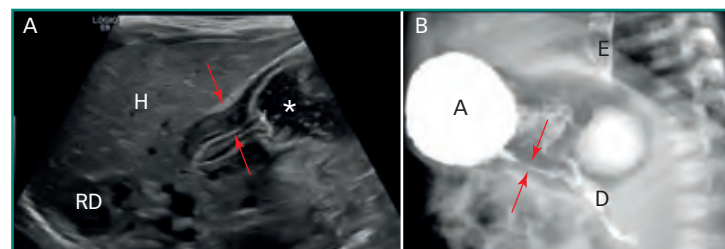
Estenosis hipertrófica del píloro. Varón de cinco semanas de edad con vómitos proyectivos, no biliosos. A: ecografía abdominal que muestra engrosamiento de la musculatura y alargamiento anómalo del canal pilórico (*flechas rojas*), sin paso de contenido desde el antro gástrico (*asterisco*); B: mismo paciente, tránsito baritado, proyección lateral a la altura del abdomen superior que muestra distensión del antro gástrico (A) y estrechamiento marcado del canal pilórico, manifestado como el signo de la cuerda (*flechas rojas*). H: hígado; RD: riñón derecho; E: esófago; D: duodeno.
